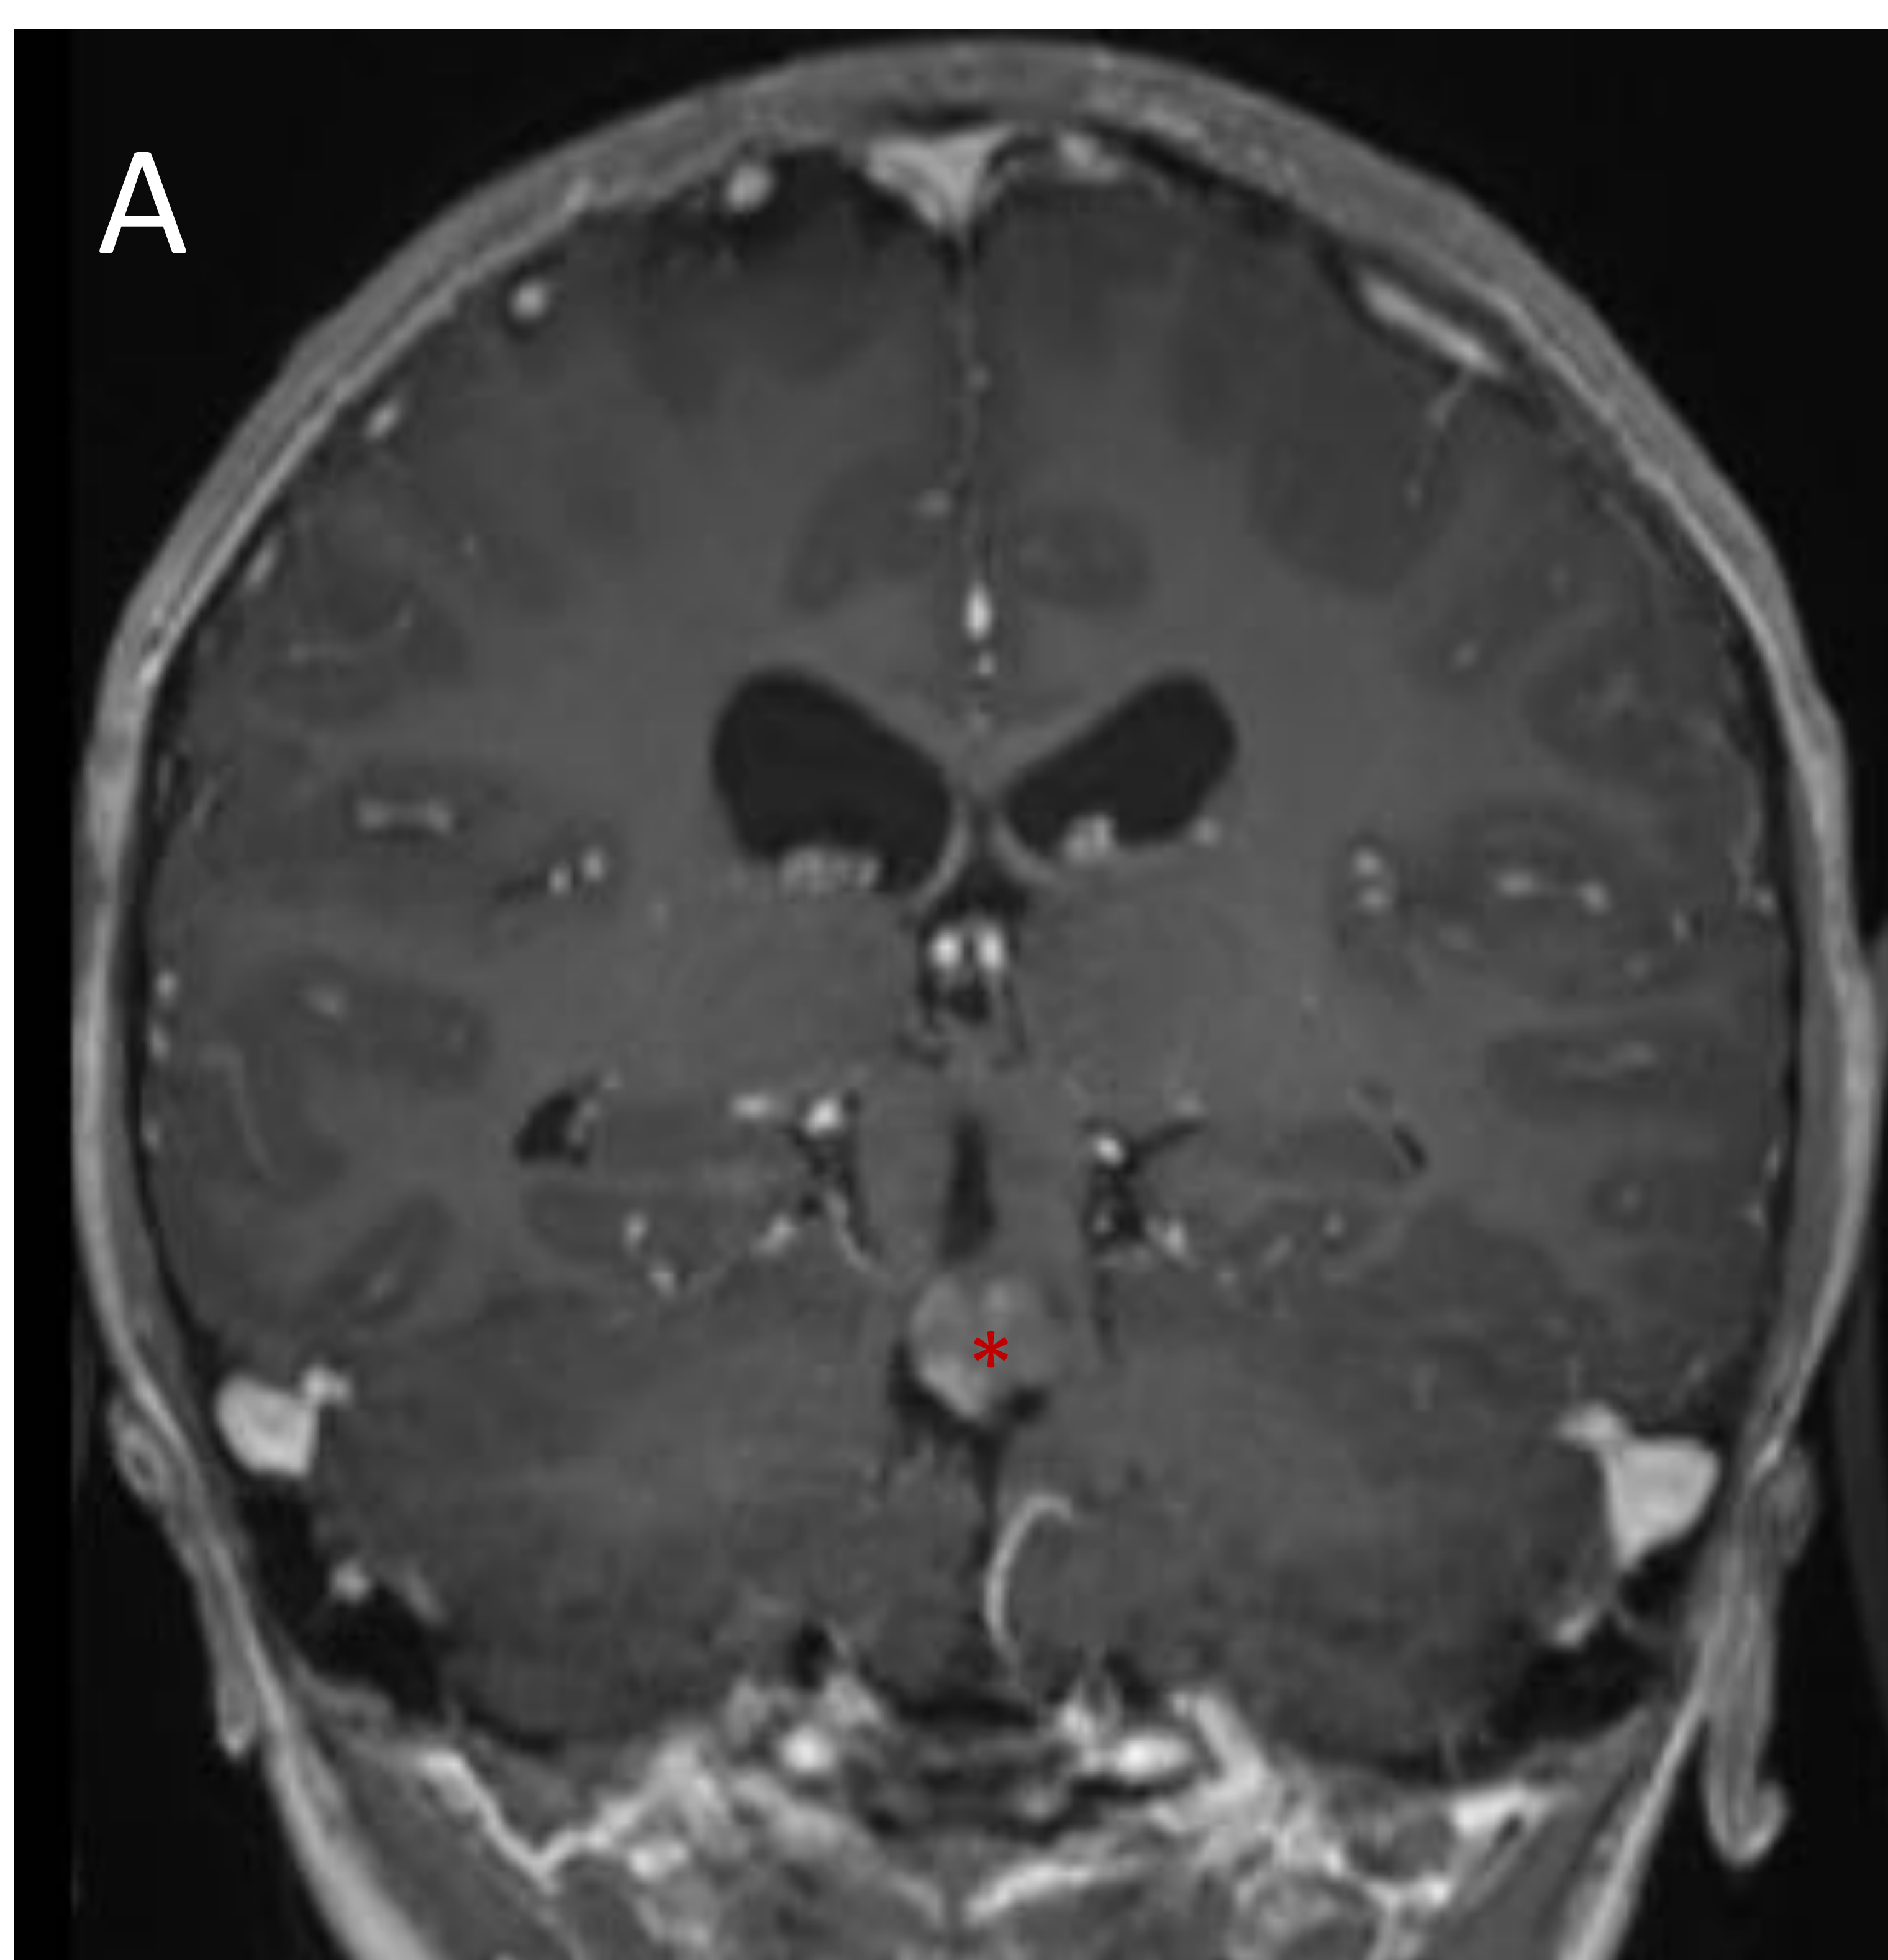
Coronal 3DT1 con gadolinio en A y axial FLAIR en B, en los que se evidencia una lesión focal en margen posterior de protuberancia, de bordes lobulados, hiperintensa y con realce al contraste iv.
